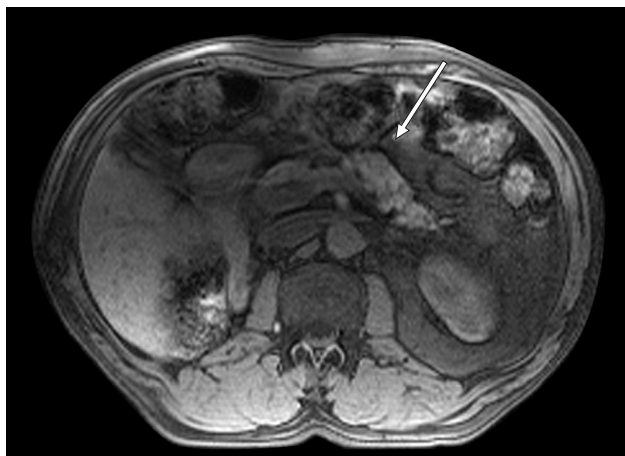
Метастаз рака почки в хвосте ПЖ. (МРТ)
